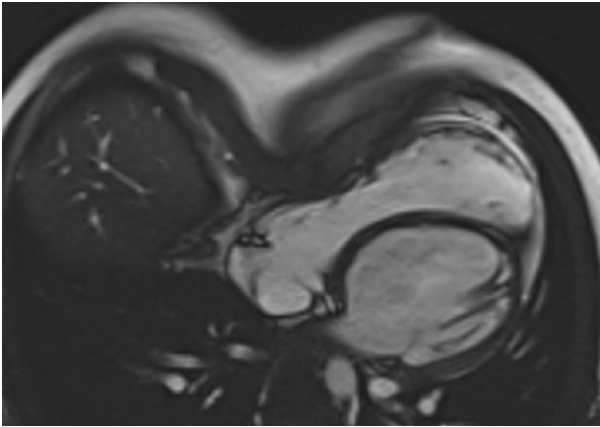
Imagen de cinerresonancia de corte axial de RM cardíaca en 4 cámaras. Imagen de alteración morfológica del ventrículo derecho en paciente con pectus excavatum. Se observa deformación de la cara anterior del ventrículo derecho asociado a hundimiento del esternón por la presencia de pectus excavatum. Dichas variaciones de la morfología del ventrículo derecho pueden llevar al diagnóstico erróneo de miocardiopatía arritmogénica.
